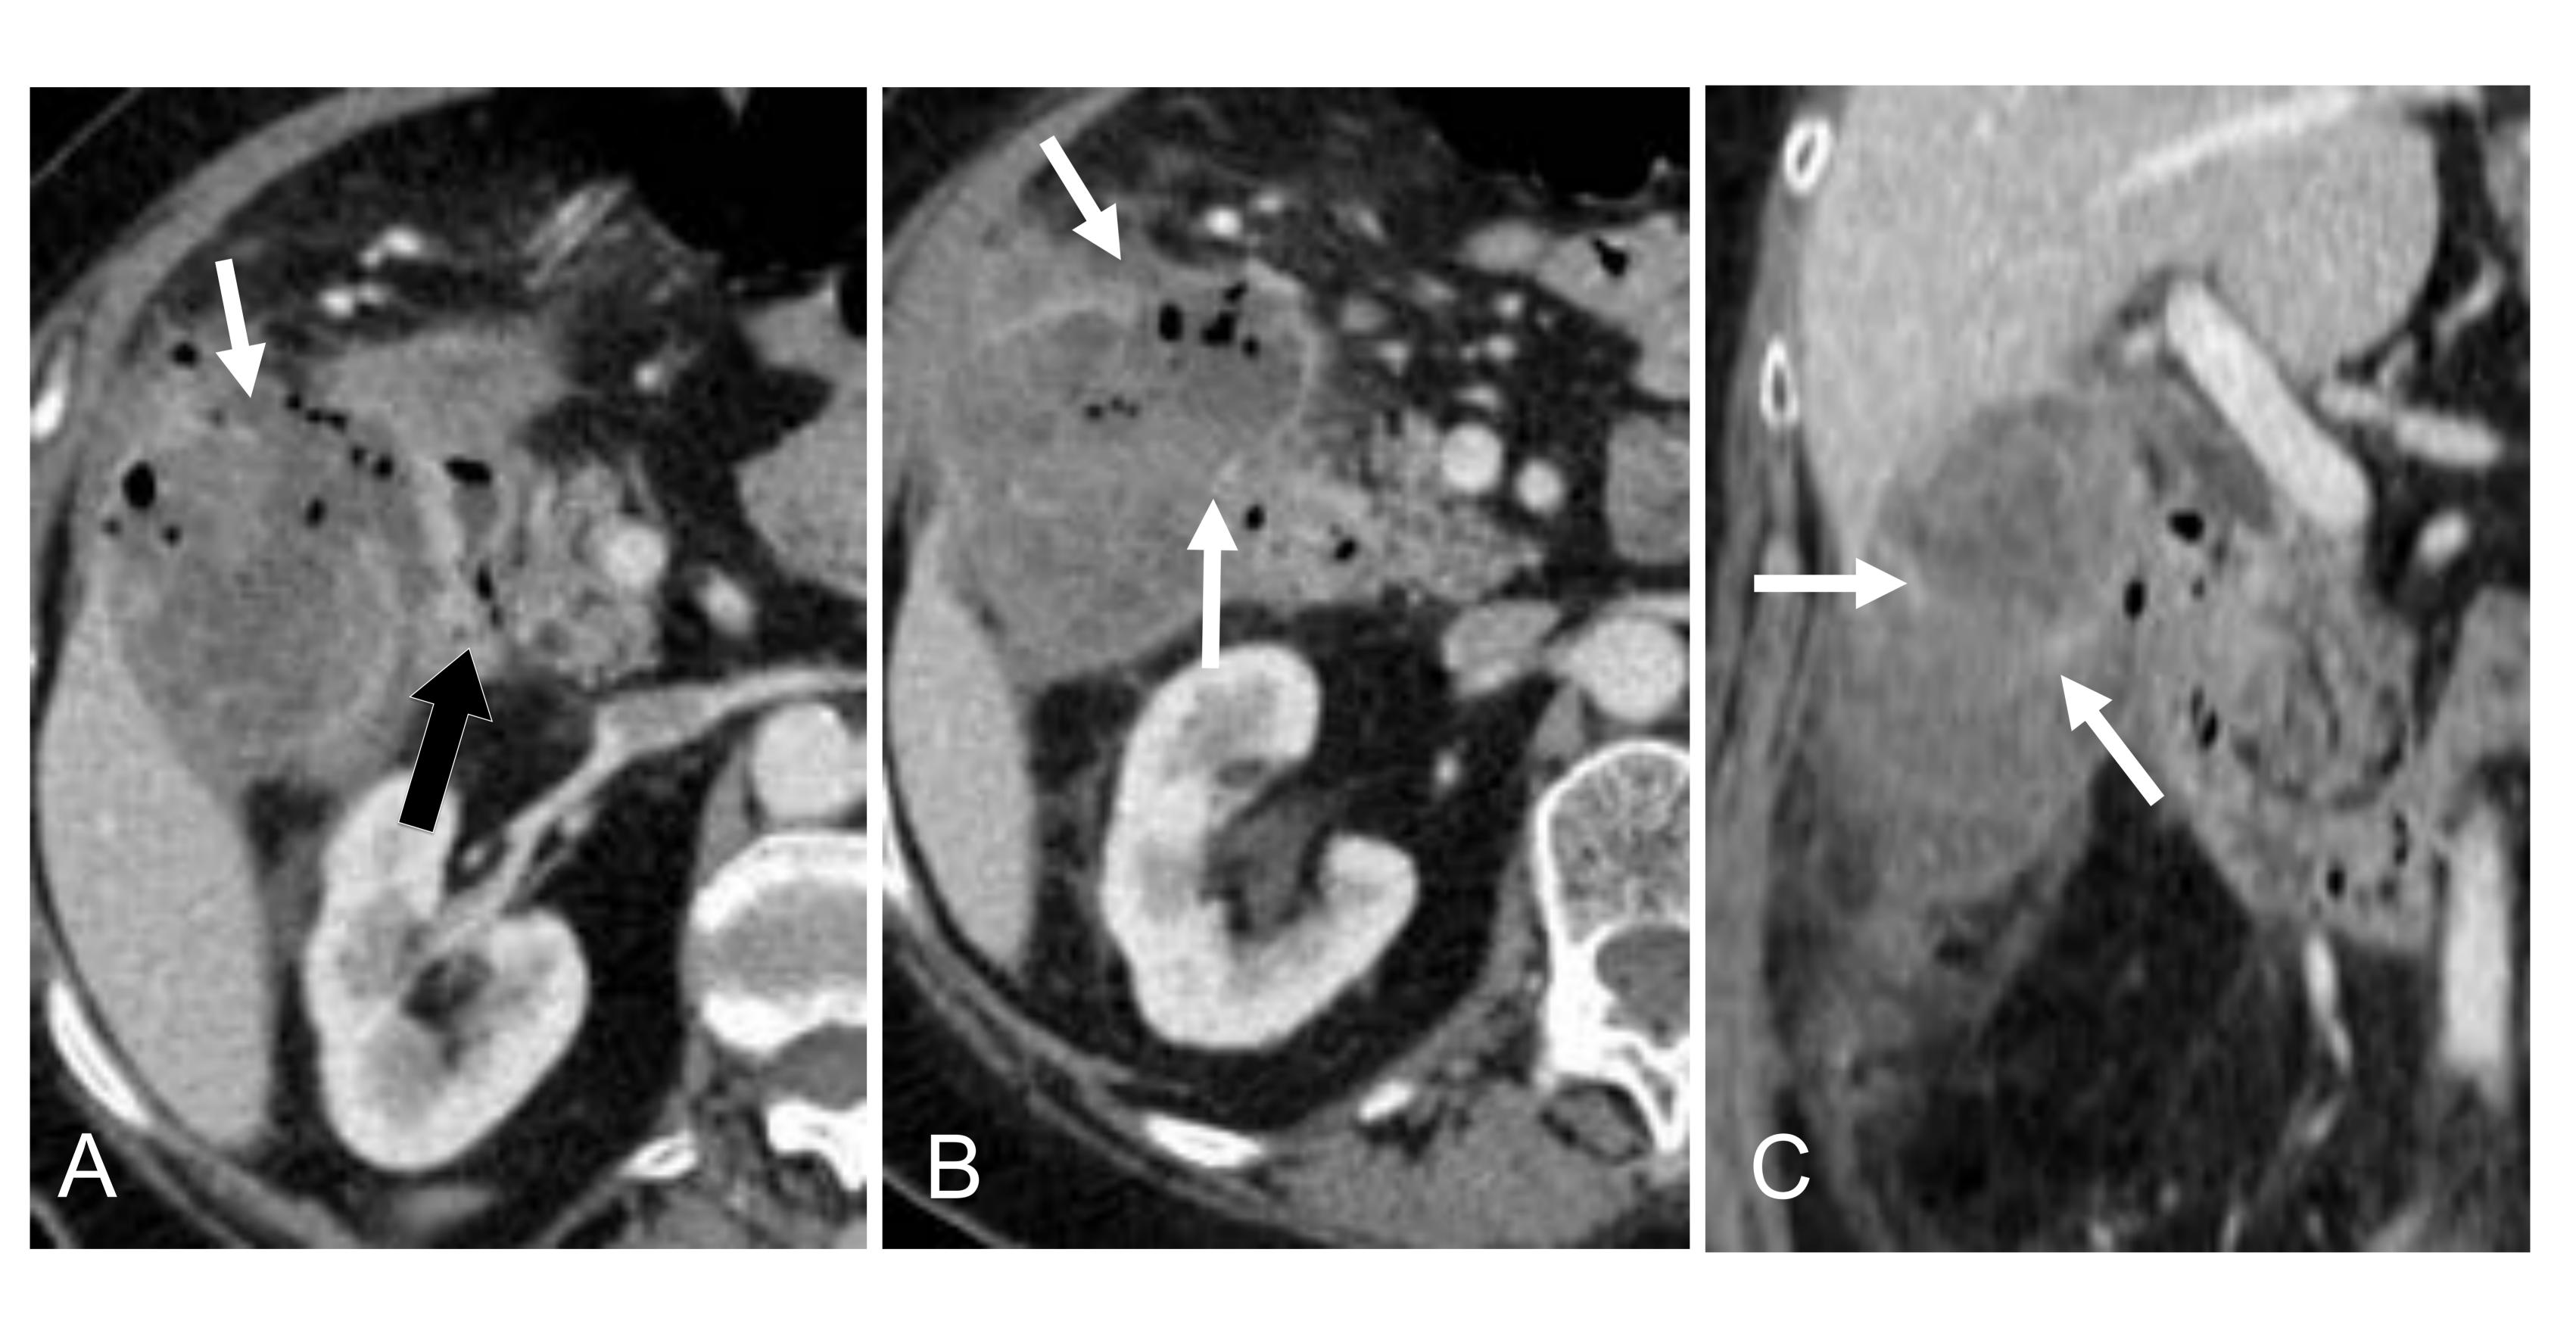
Mujer de 81 años con náuseas, vómitos y fiebre. TC con CIV en cortes axiales (A y B) y coronal (C) que muestra una vesícula desestructurada con muchas disrupciones de su pared (flechas blancas), cambios inflamatorios y focos hiperdensos sospechosos de hemorragia. Existía una conexión estrecha con el duodeno (flecha negra) y muchas burbujas dentro y fuera de la vesícula lo que sugirió fístula colecistoentérica. La cirugía y la anatomía patológica confirmaron ambos diagnósticos.
